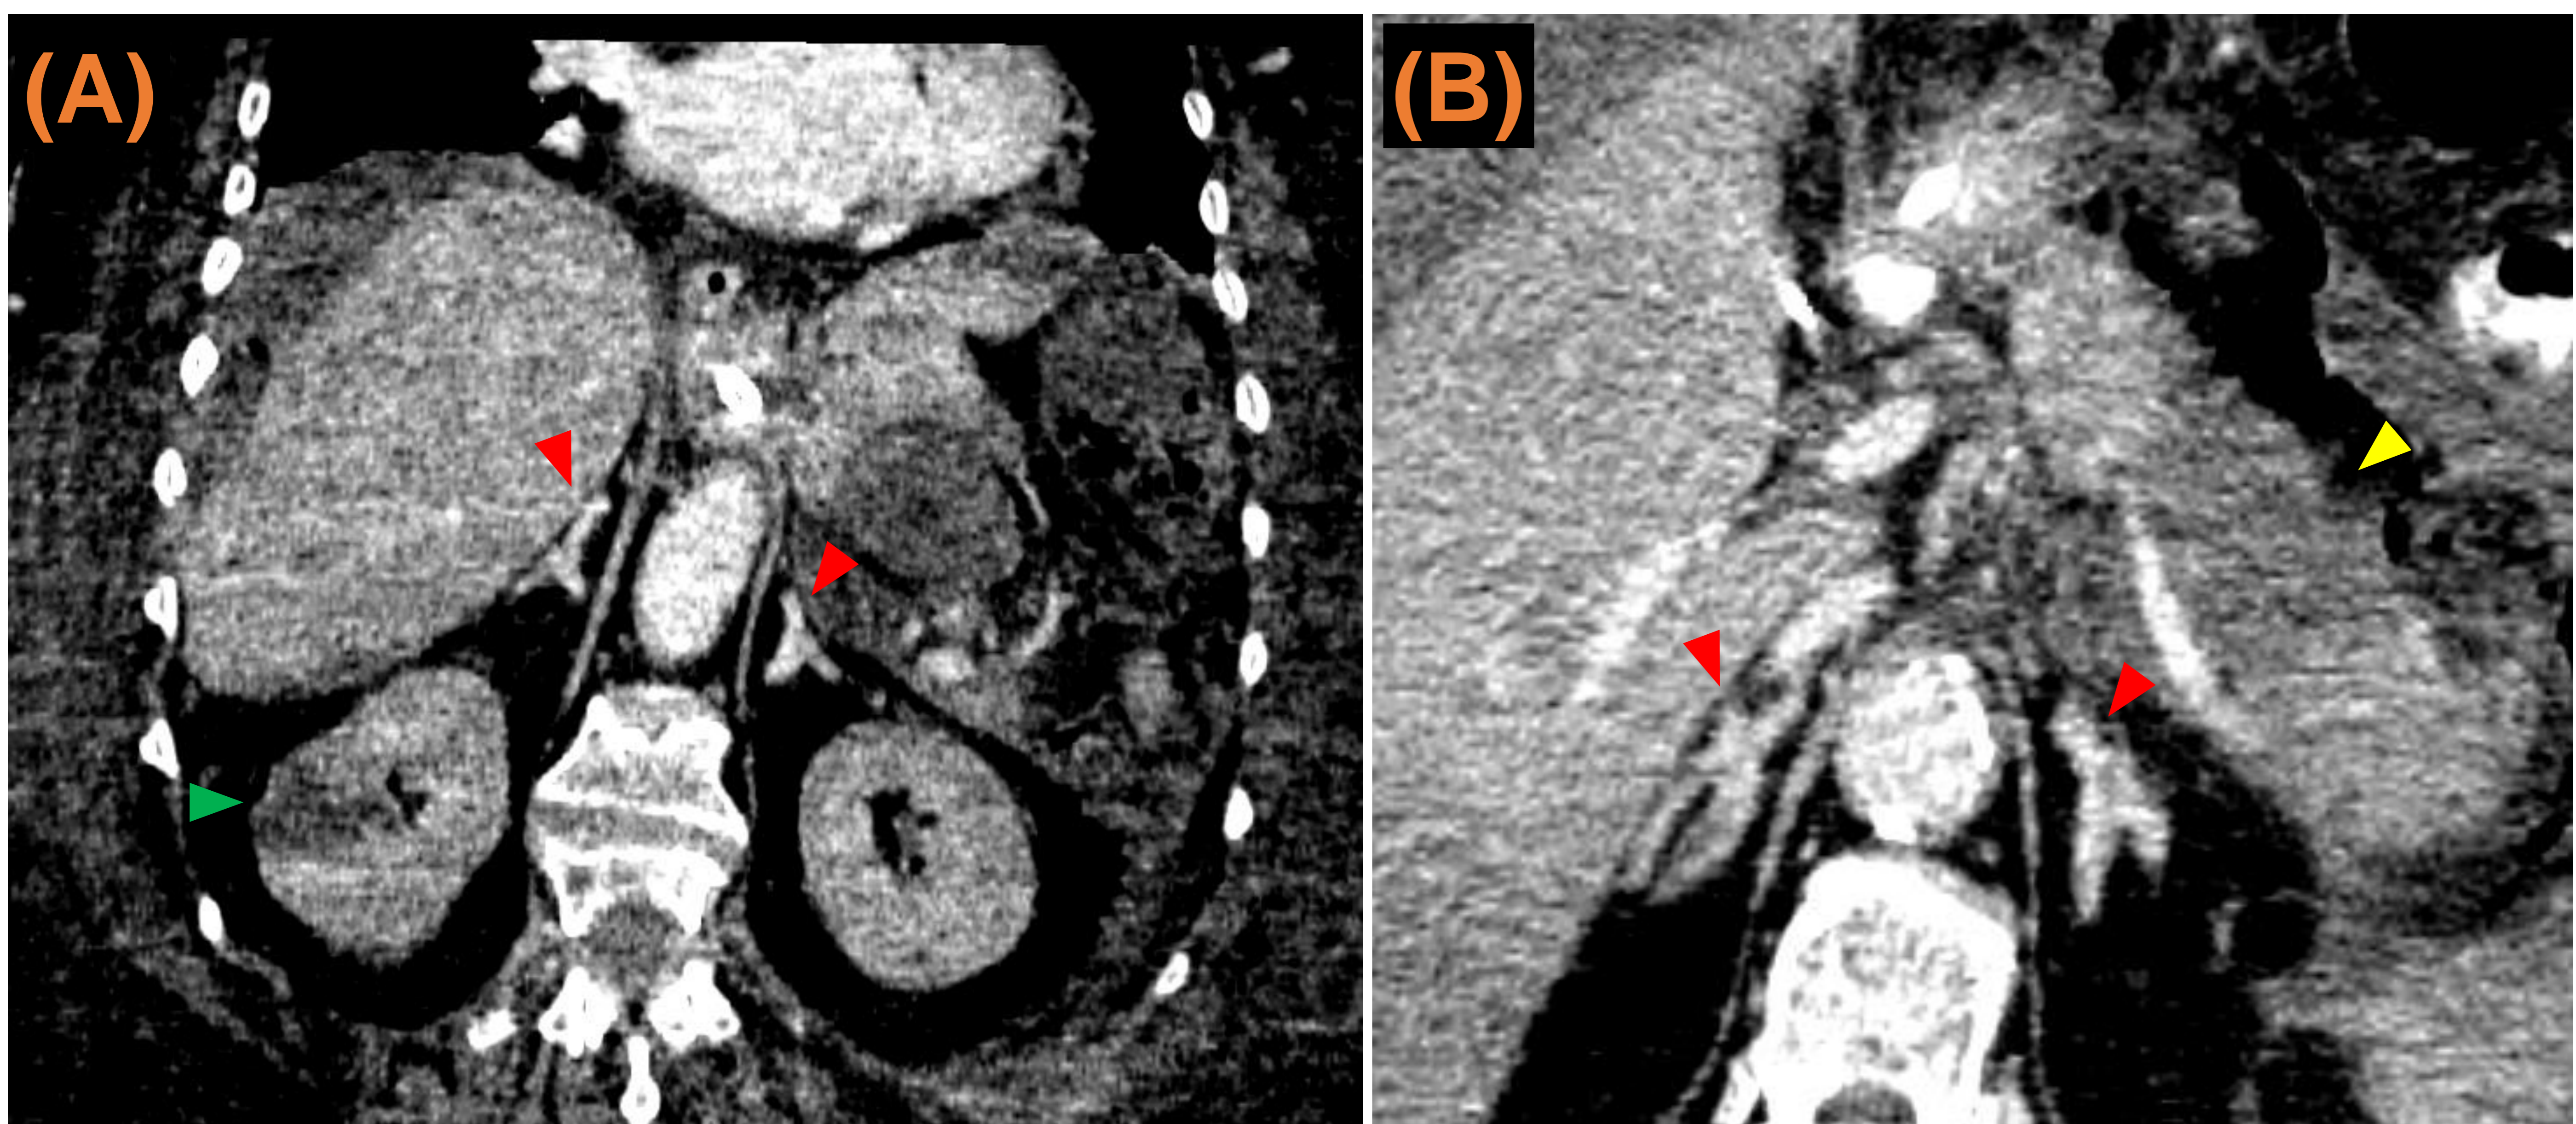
Reconstrucciones MPR oblicuas coronal (A) y axial (B) de TC abdómino-pélvico con CIV en fase venosa a los 70". Hipercaptación de las glándulas adrenales (A) y (B) en paciente grave en situación de shock (flechas rojas), ingresado en UCI por pancreatitis necrotizante. Nótese el área hipocaptante de infarto renal derecho (A, flecha verde) y la ausencia de realce por necrosis de una porción del cuerpo / cola del páncreas (B, flecha amarilla).
